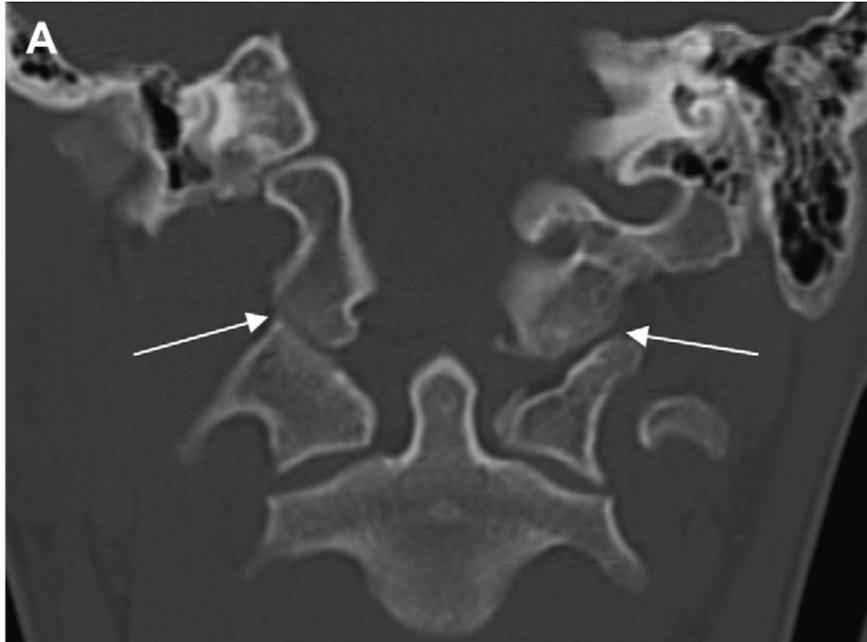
Fratura de cndilo occipital tipo A, onde: A. TC coronal com fraturas bilaterais atravs do cndilo occipital. B,C. TC axial mostra deslocamento mnimo das fraturas.
